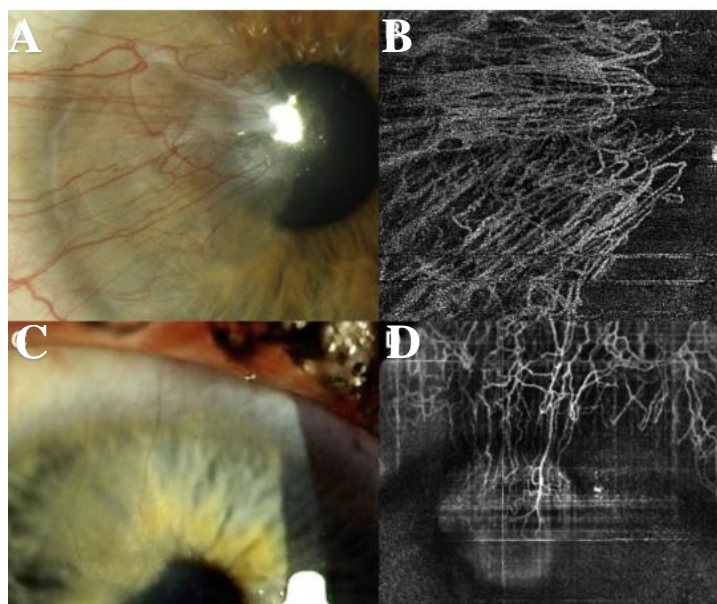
Angiogramas por OCTA do Segmento Anterior: observa-se um *loop* vascular assinalado pela seta em B. Retirado de Ang, M. et al. *Optical Coherence Tomography Angiography for Anterior Segment Vasculature Imaging*. *Ophthalmology* 122, 1740–1747 (2015)
